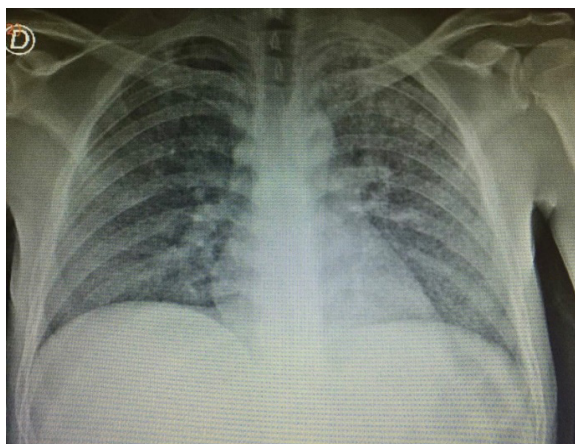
Radiografía de tórax: patrón miliar pulmonar bilateral.
